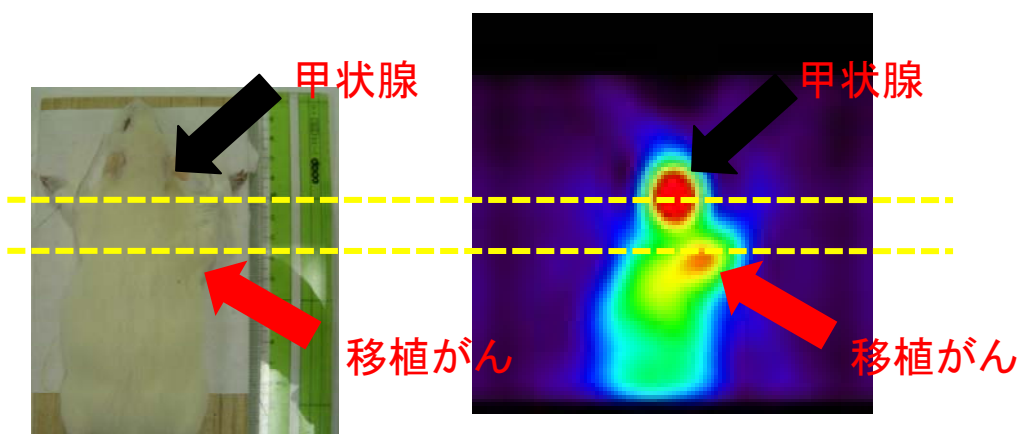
^{131}I 標識抗 MT1-MMP 抗体による SPECT 結果
